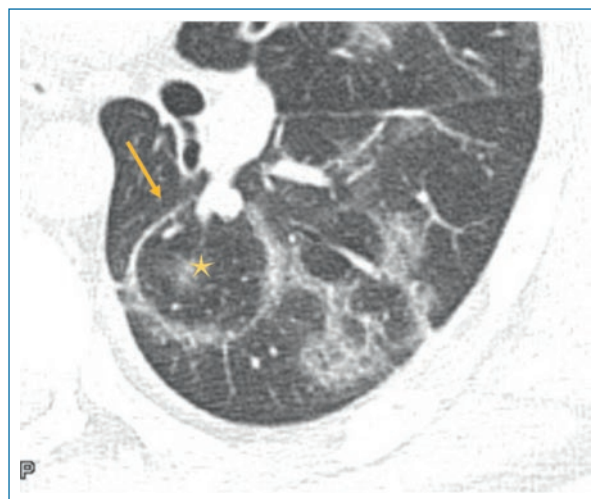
Signo del «halo inverso» o signo del «atolón». Se identifica magnificación de imagen de tomografía, plano axial, área central (*) en vidrio deslustrado, asociada a halo de mayor densidad por consolidación (→) (fuente: archivos del Área de Imagenología, INER).
